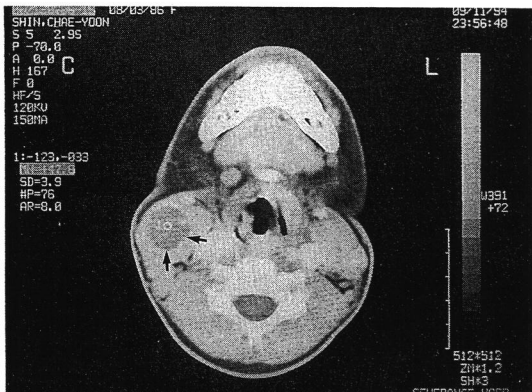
Neck CT shows abscess on right neck area.
